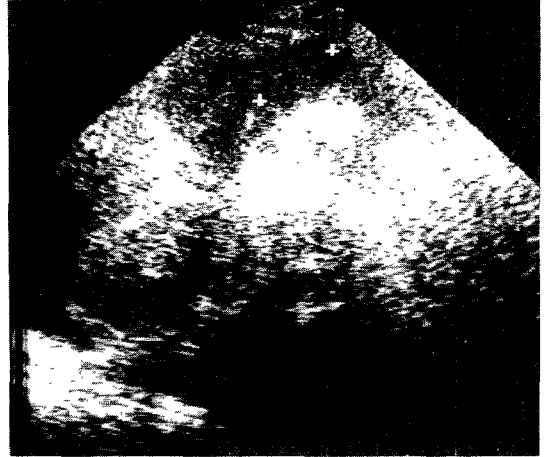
The sonography showing newly developed cystic lesion in the head of the pancreas.
